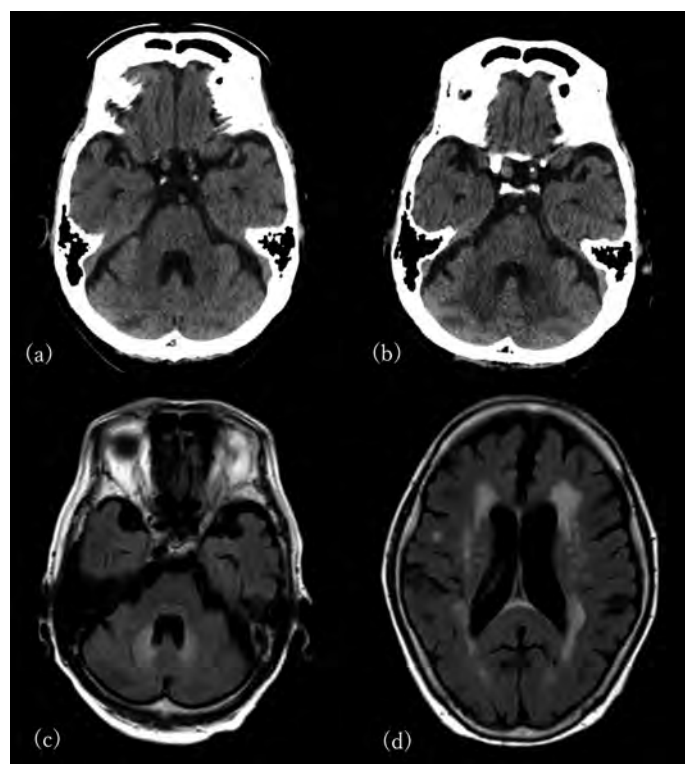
脳画像所見（a：X月Y-67日のCT画像、b：X月Y日のCT画像、c・d：X月Y日のMRI画像）
